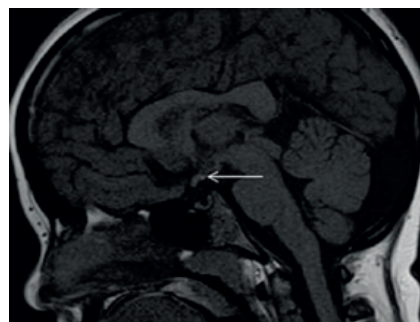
Sagittal T1-weighted image shows ectopic posterior pituitary.
